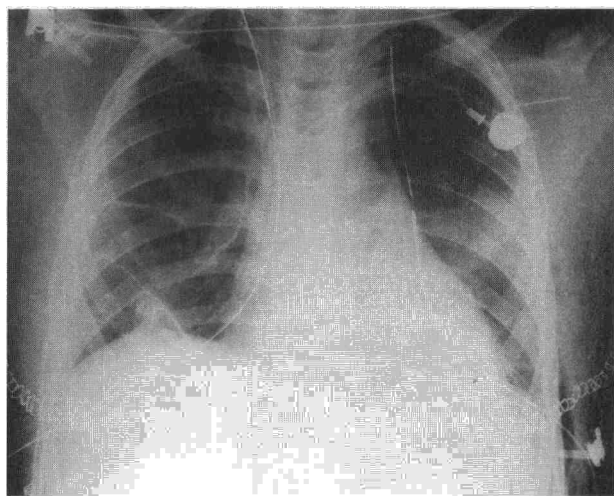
Radiografía posteroanterior de tórax del postoperatorio inmediato de un paciente al que se resecaron metástasis pulmonares bilaterales por toracotomía submamaria bilateral y al que ya se le había realizado una toracotomía posterolateral por la misma patología.
